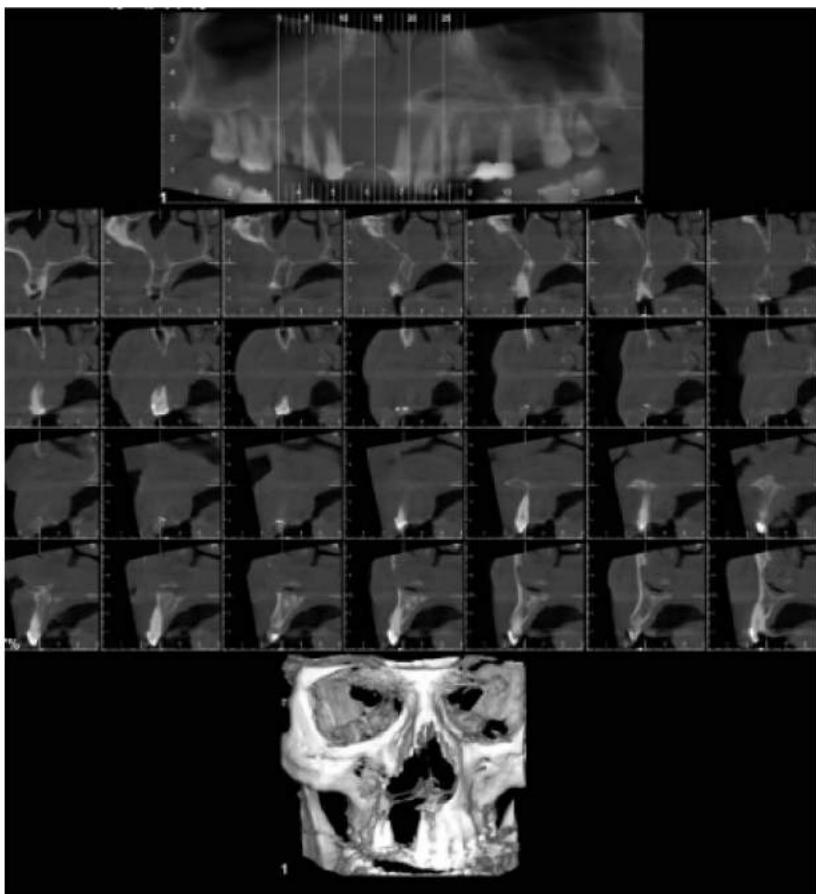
КТ верхней челюсти и синусов
